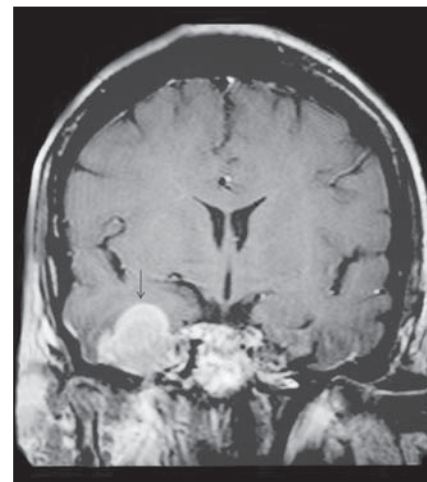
Paciente do sexo feminino, 42 anos. RM coronal T1 após contraste apresenta lesão extra-axial única na fossa temporal direita com realce homogêneo. Antes do acometimento intracraniano houve um quadro prévio de sinusite crônica, cuja causa foi posteriormente identificada por biópsia de seio maxilar direito como linfoma não Hodgkin difuso de grandes células B.
